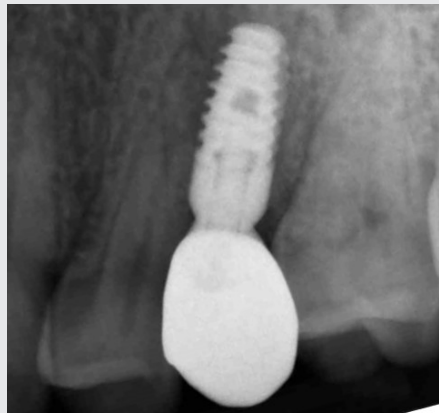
Periapikale Röntgenaufnahme des Implantats mit permanenter Restauration
